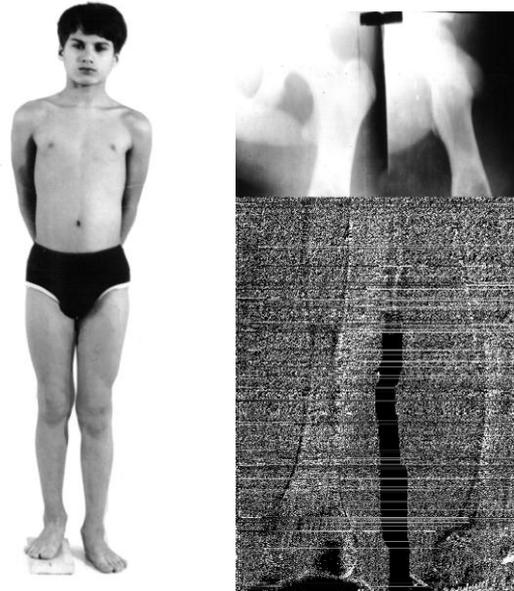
Больной Т. и его рентгенограммы до лечения
